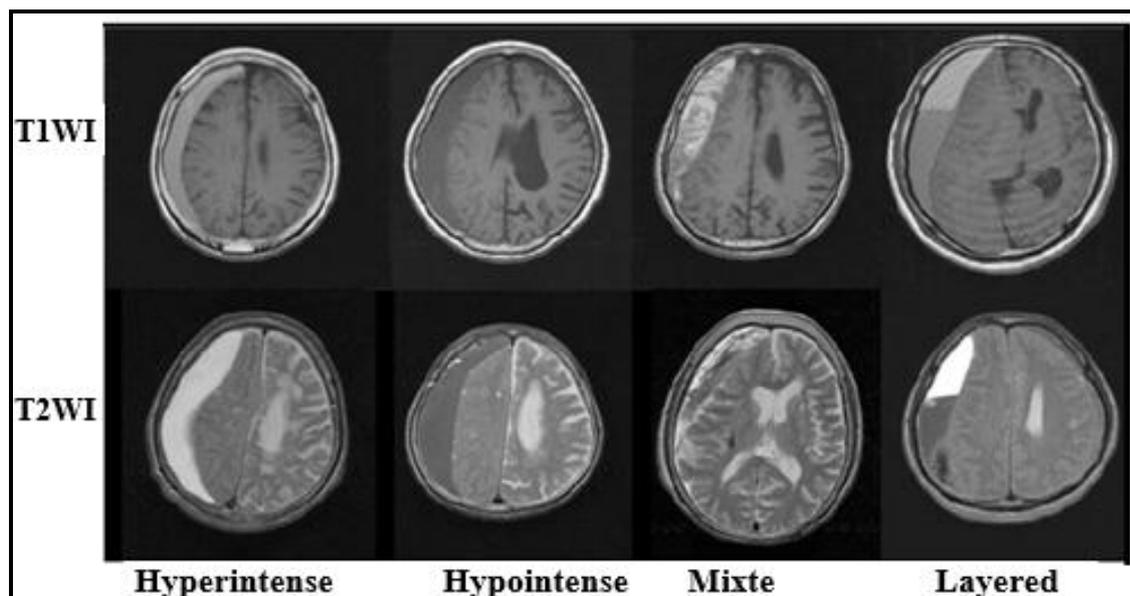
Comparaison des aspects IRM de l'HSDC entre T1 et T2.
